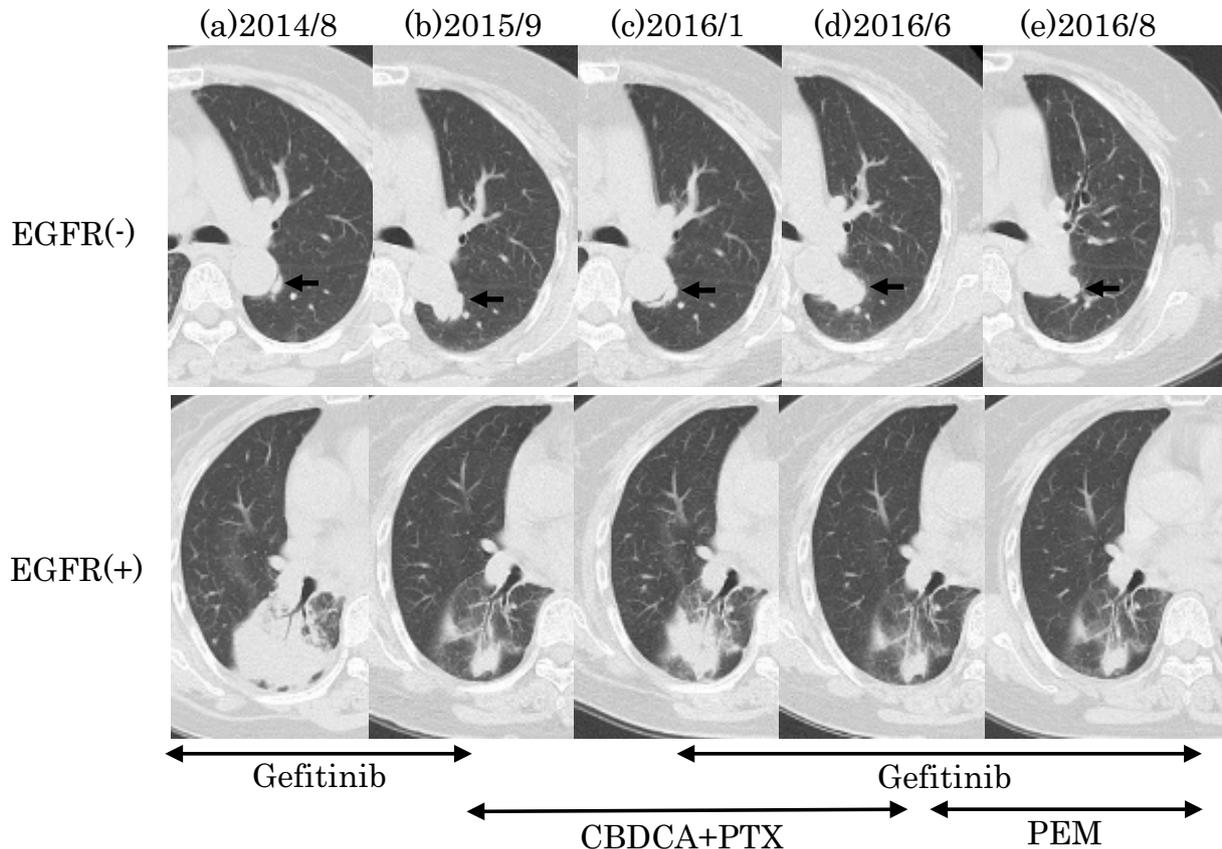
Sequential chest CT images. Gefitinib was started, and her right tumor responded well (a). However, the left lower lobular shadow increased in size (b). Gefitinib was therefore discontinued, and carboplatin plus paclitaxel combination chemotherapy was started. The nodule in the left lung shrank; however, the tumor in the right lung grew (c). Gefitinib was thus resumed while chemotherapy was continued, and the right lung lesion shrank again. After six cycles of carboplatin plus paclitaxel combination therapy, only the left lung lesion showed re-growth (d). The therapy was changed to pemetrexed monotherapy, and a temporary effect was confirmed (e). *CBDCA + PTX: carboplatin and paclitaxel, PEM: pemetrexed.
